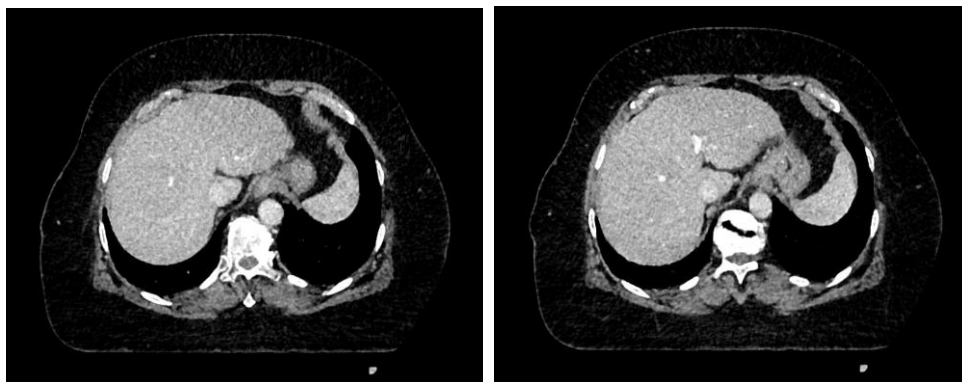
Kontrolní CT vyšetření po výkonu
